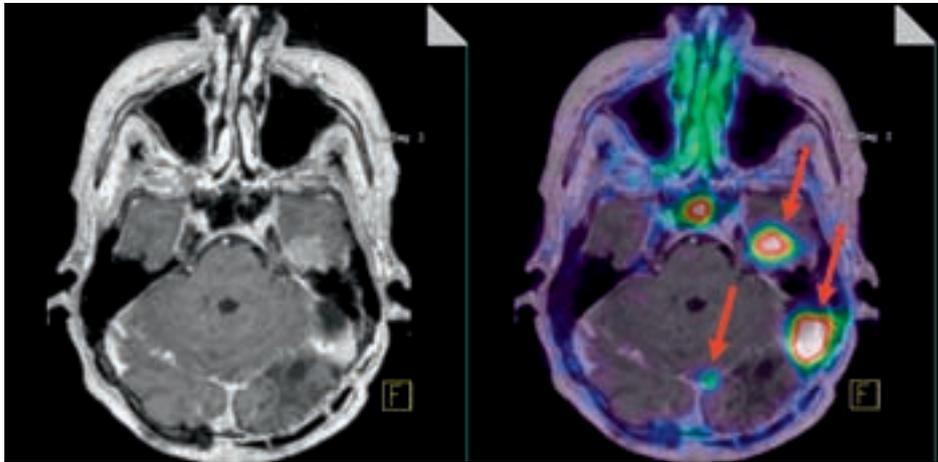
Transaxiales MRT (links) und Ga-68-DOTATATE-PET/MRT-Fusion (rechts) in transaxialer Schnittführung auf Kleinhirnhöhe bei einem multipel voroperierten Patienten mit Meningeom. Die Pfeile zeigen auf Somatostatin-Rezeptor-positive Rezidivtumoren, die Hypophyse (Sella turcica) reichert den Tracer physiologisch an.
